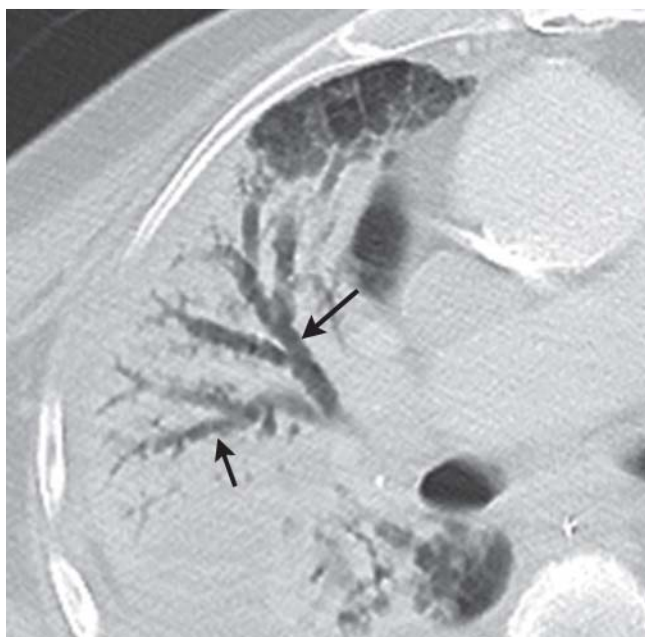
CT mit Luftbronchogrammen (Pfeile).
